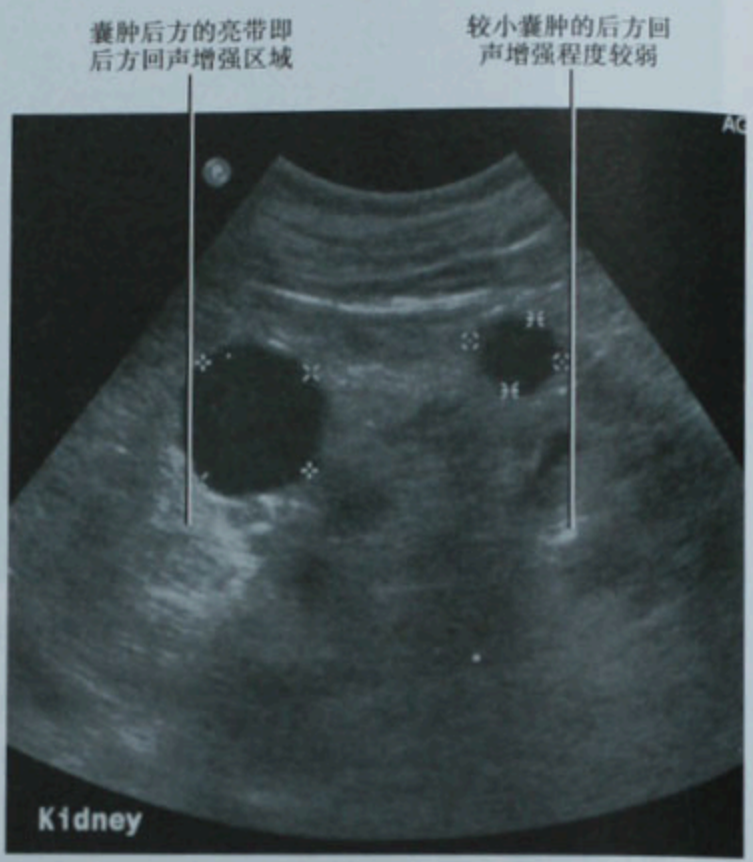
右肾超声图像显示两个右肾囊肿出现后方回声增强
